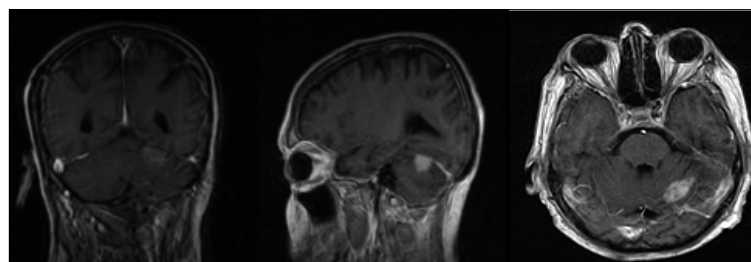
IRM de cráneo 17 meses Post-operatorio ponderado T1 con Gadolinio se constata todas las estructuras neurales en posición normal y una lesión hipercaptante por debajo del tentorio con volumen inferior a la preoperatoria.
